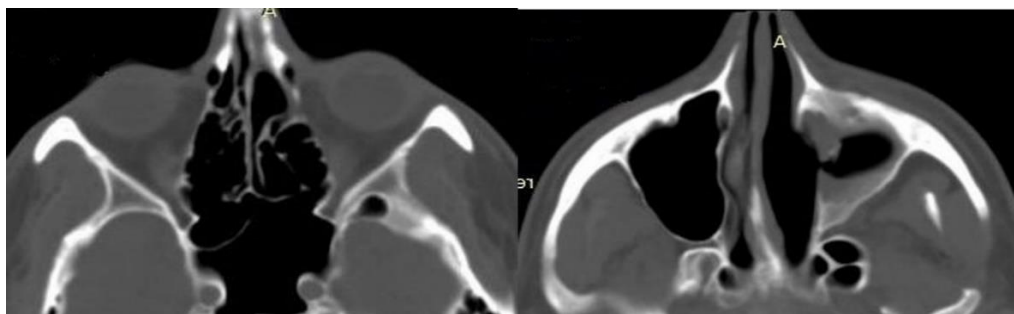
КТ околоносовых пазух пациента Ш., 32 лет, в аксиальной проекции через 14 дней после хирургического лечения
